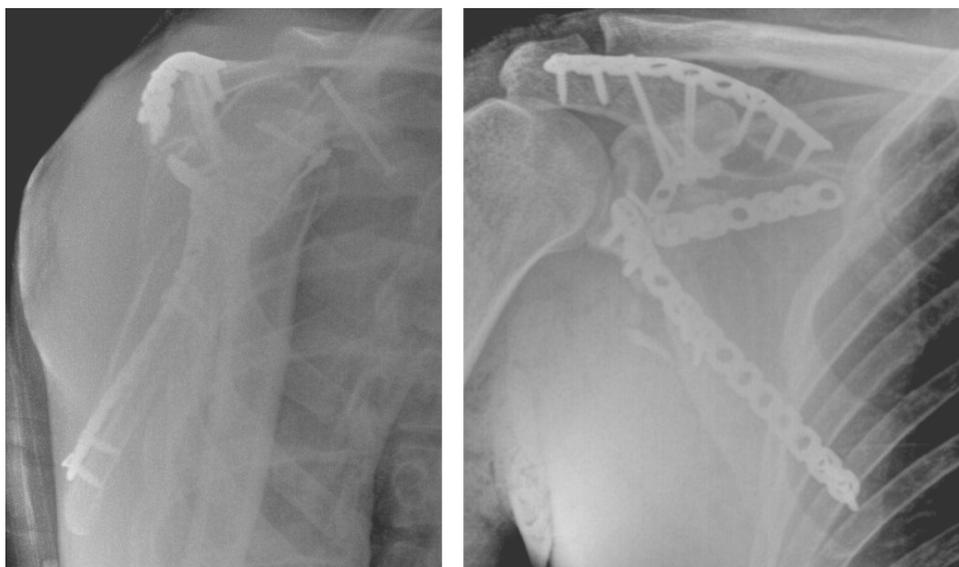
Контрольное рентгенографическое исследование правого плечевого сустава и правой ключицы
